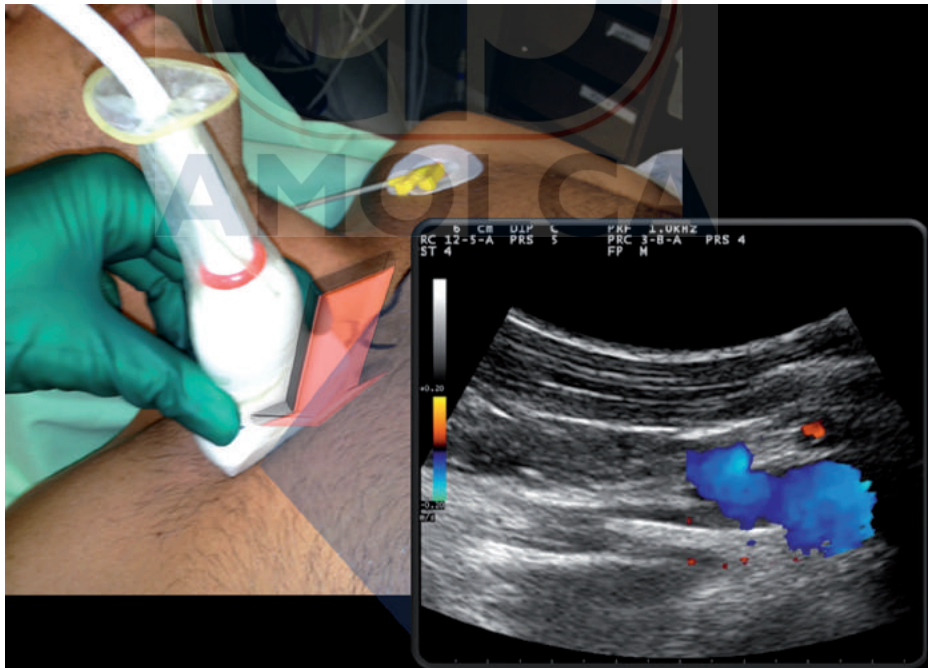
En la proximidad de la articulación esternoclavicular, la VS podrá ser observada con una ventana longitudinal, angulando la sonda en dirección cefálica. La confirmación se logra con la función Color Doppler.
